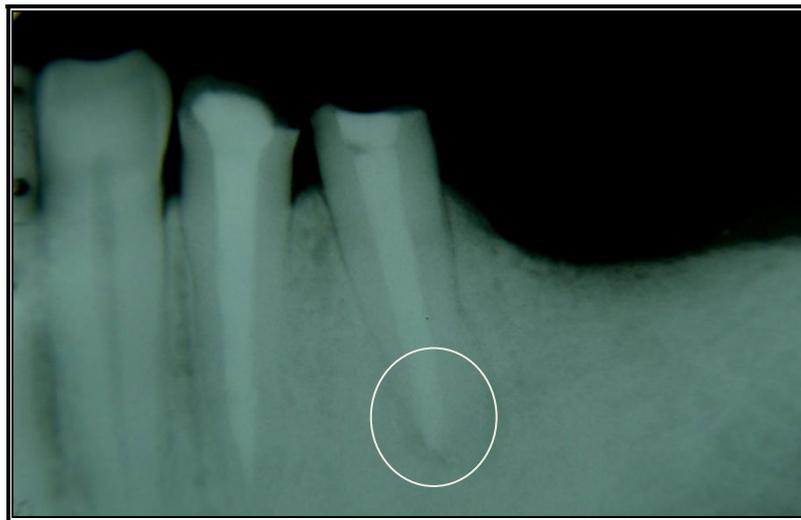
Radiografia periapical dente 35
